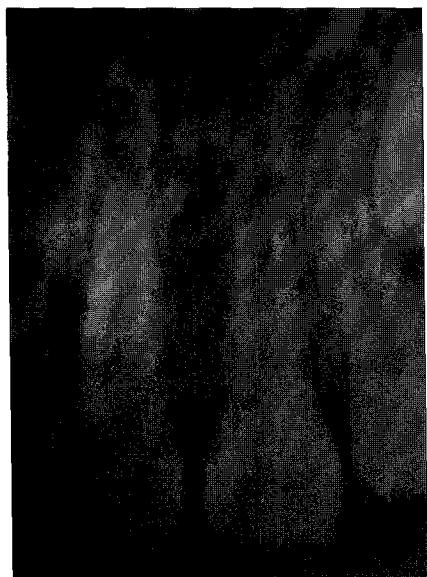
radiography of first visit
